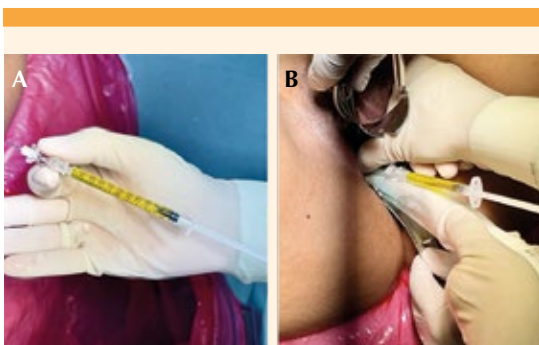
(A) Metotrexato dosis de 25 mg. (B) Administración mediante ecografía guiada de metotrexato intrasaculada.
